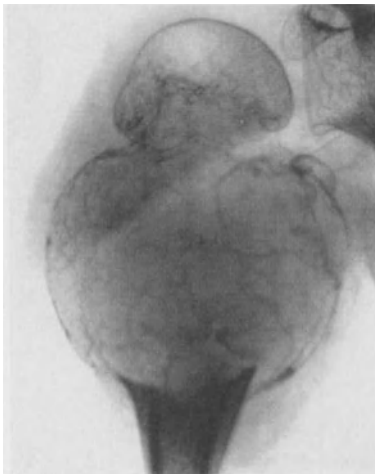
Zugehöriges Röntgenbild. Polycystische Aufblähung.
